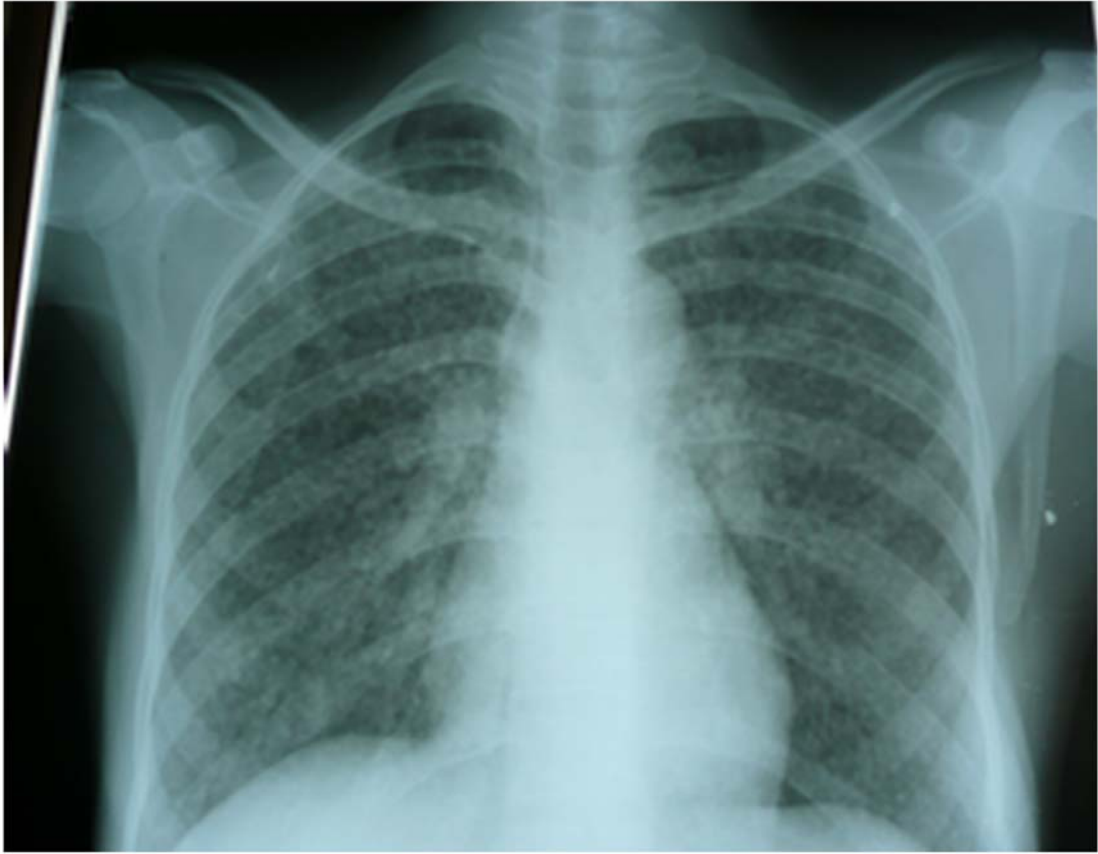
Radiographie thoracique d'une miliaire tuberculeuse avec semis de fines opacités.
